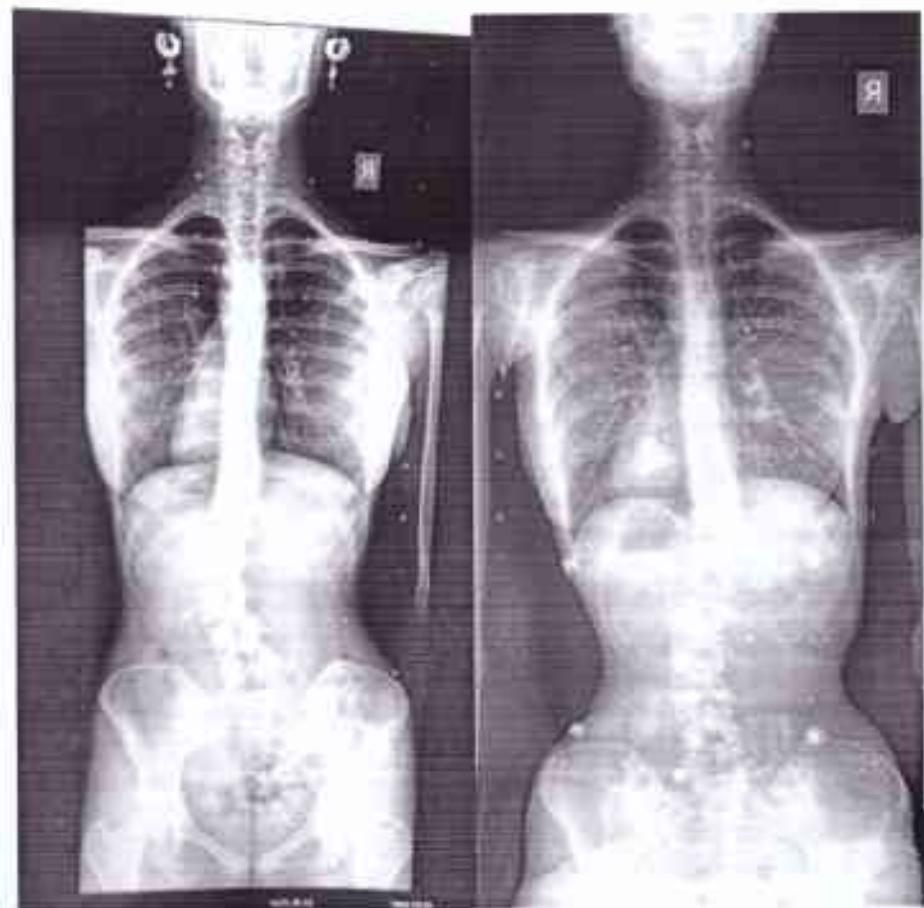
Рентгенограма Пацієнтки №5 Рентген виконано в корсеті Шено
